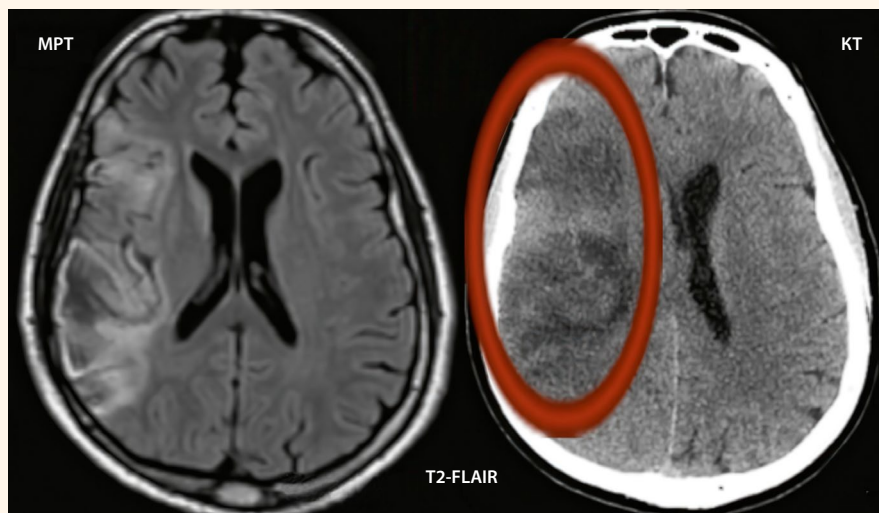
МРТ и КТ головного мозга пациента с инфарктом мозга с геморрагическим компонентом в постковидном периоде
